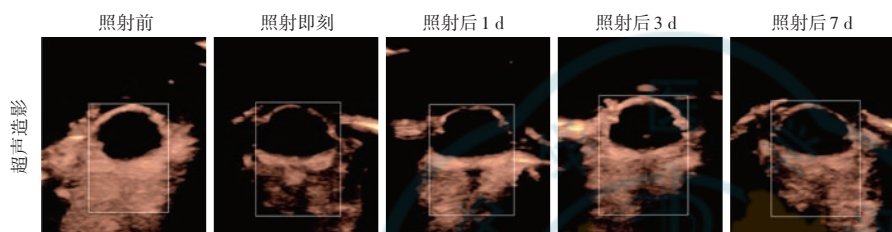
MI=0.8 组 USMB 照射前及照射后不同时间点对比增强超声图像 USMB 照射后各时间点超声显影均较 USMB 照射前明显减弱 MI: 机械指数; USMB: 超声联合微泡
